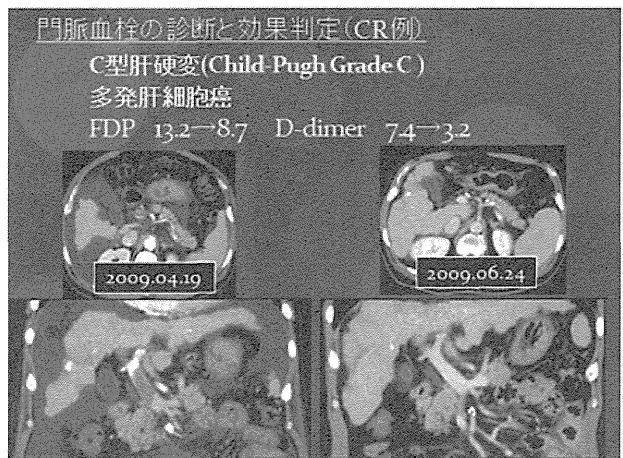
MD-CT (上段Axial,下段Coronal)
